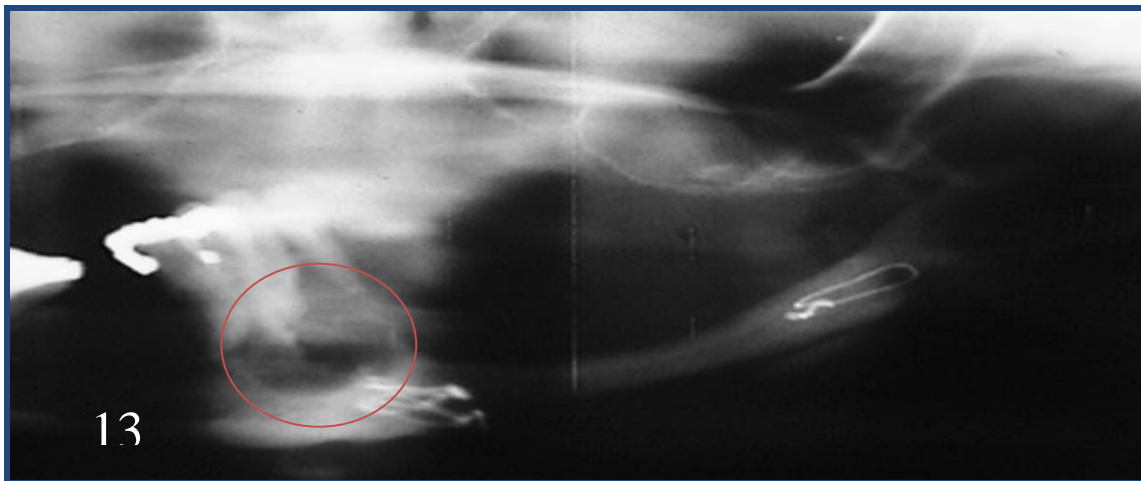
Radiografia panorâmica de controle em 1995, mostrando o enxerto de osso de crista ilíaca e a recidiva em região de sínfise mandibular com aspecto unilocular.
